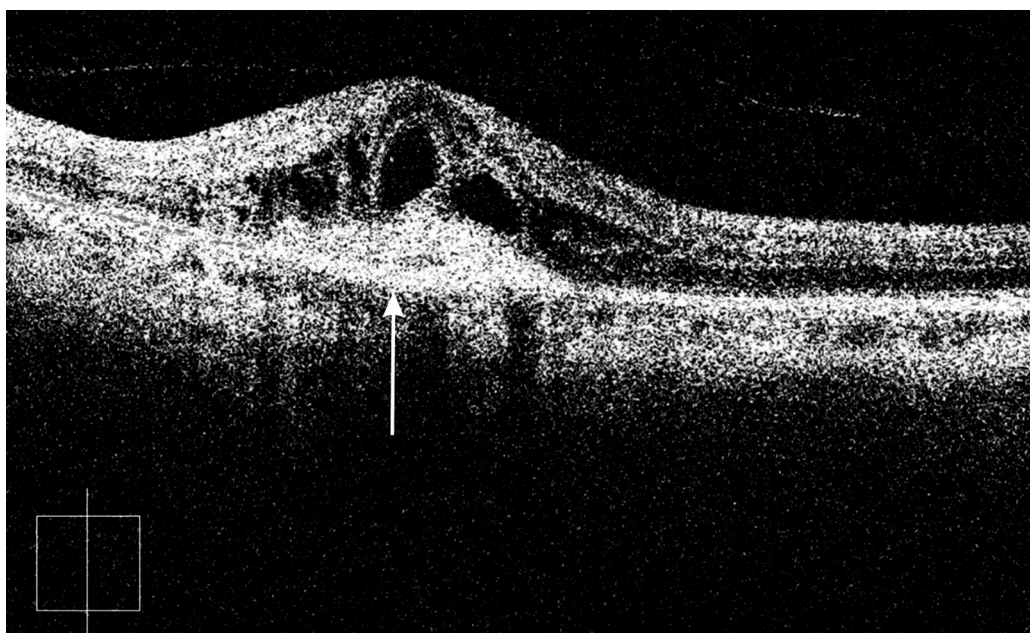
Оптическая когерентная томограмма макулы левого глаза пациентки с формированием субретиальной неоваскулярной мембраны. Между пигментным эпителием и нейроэпителием сетчатки видно объемное образование умеренной оптической плотности. Пигментный эпителий на отдельных участках разрушен. Наибольшее повреждение пигментного эпителия отмечается в месте прорастания субретиальной неоваскулярной мембраны. Сетчатка истончена до 112 мкм, структура ее не определяется. Парафовеоларно толщина сетчатки составляет 318 мкм. Протяженность отслойки пигментного эпителия и нейроэпителия сетчатки составляет 2211 мкм, высота до 320 мкм.
